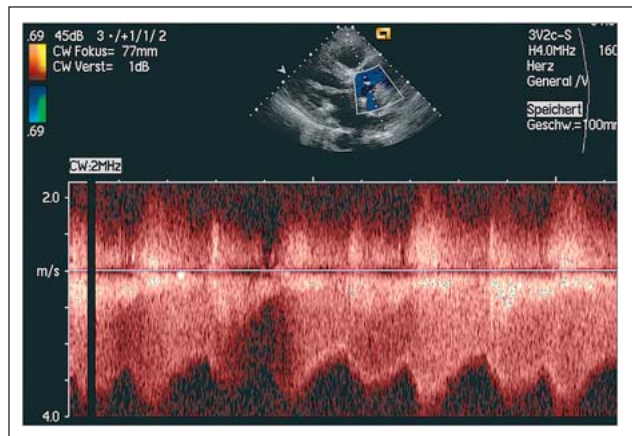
CW-Doppler durch Pseudoaneurysma und linkem Vorhof
